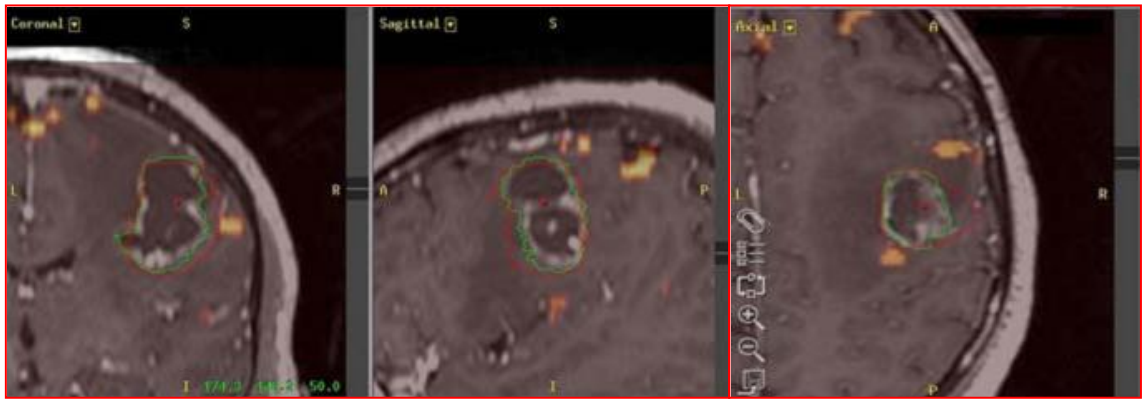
Studiu de IRM funcțional la un pacient cu metastază de adenocarcinom în aria motorie primară
